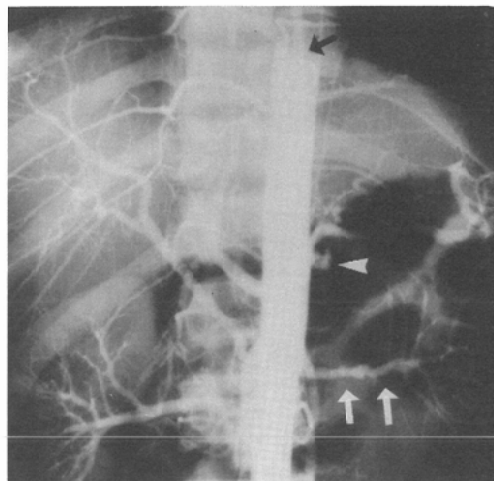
Abdominal aortography performed on the following day of the CT study shows severe intimal laceration of the left renal artery (white arrow) and a pseudoaneurysm on the left side of the aorta at the level of 12th thoracic vertebra (arrow head). Additionally, early filling of hemiazygos vein is seen (black arrow).
